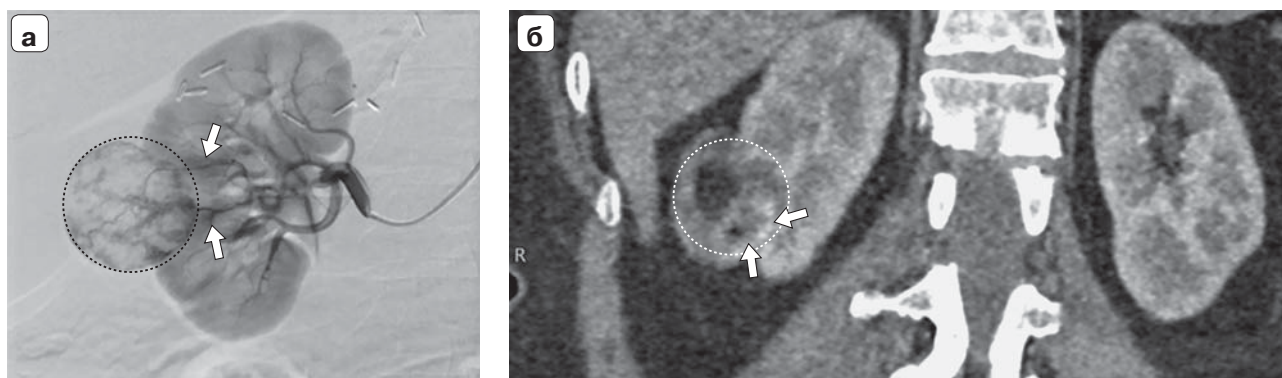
Пациентка У., 52 года. Объем опухолевого узла 32,5 см³. Лучевая картина АМЛ правой почки до проведения трансартериальной эмболизации. а – диагностическая ангиография, визуализация основных ветвей патологической сети опухоли (стрелки); б – КТ-изображение в корональной плоскости в кортико-медуллярную (артериальную) фазу. Опухоль обведена пунктирной линией, на границе с неизменной почечной паренхимой определяются питающие сосуды (стрелки).
